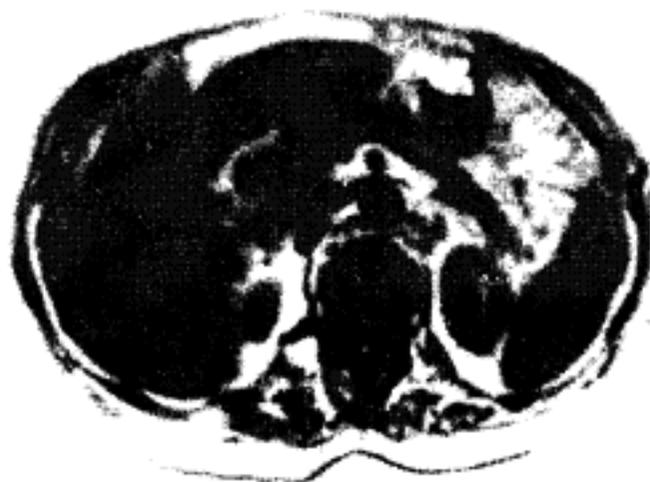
Цироз печінки. Фрагмент комп'ютерної томограми.
